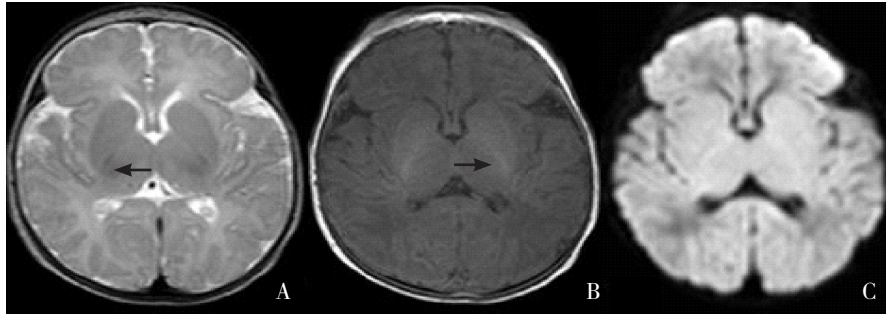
正常足月新生儿 MRI 的 T2WI (A)、T1WI (B) 与 DWI (C) 序列图像 内囊后肢在 T2WI 表现为低信号、T1WI 为对称性高信号 (如箭头所示), DWI 通常不明显, 深部灰质及皮层的信号在三个序列的表现一致。
